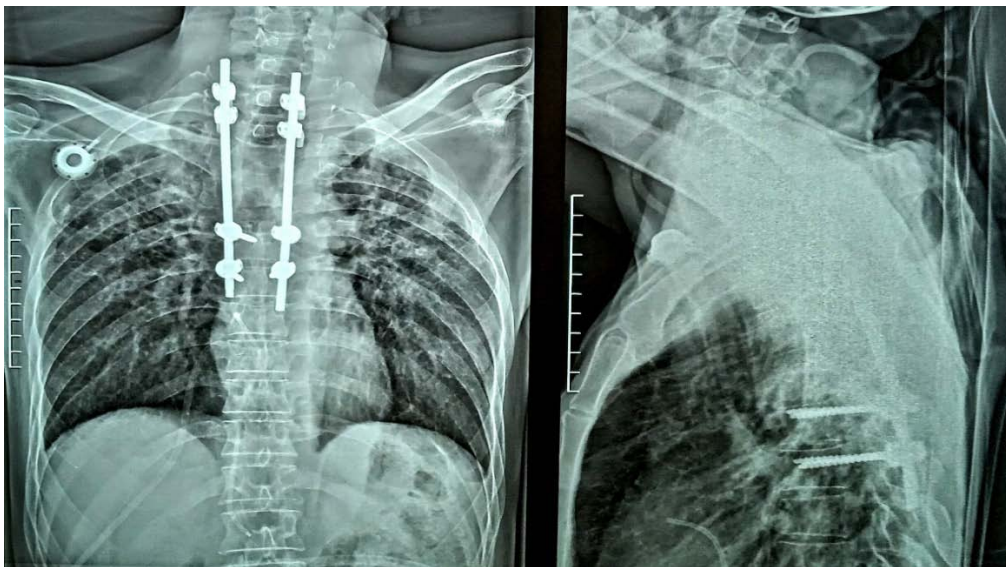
radiographie du thorax du patient en post opératoire face et profil. (Service de neurochirurgie et de radiologie de l'hôpital Ibn Tofail)
